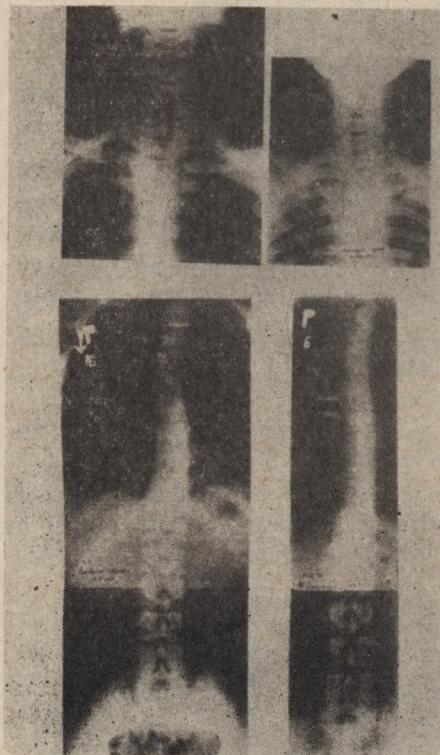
X-ray picture shows the pectoral spinal curvature at Th₃, Th₄
